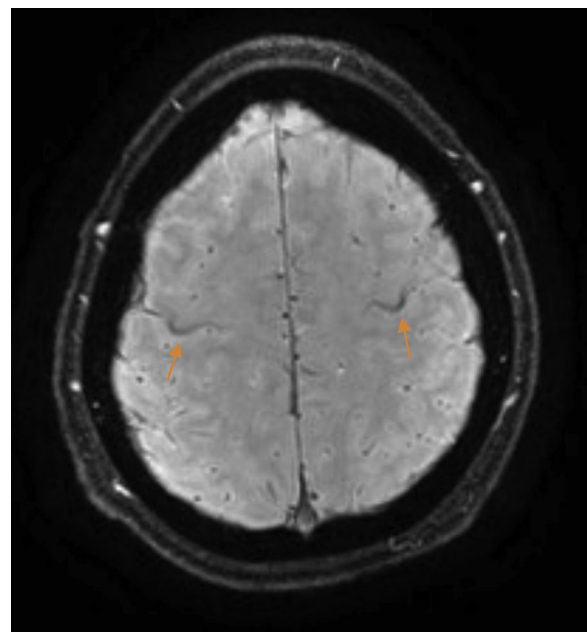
Resonancia magnética cerebral, secuencia SWI. Ribete hipointenso en la circunvolución precentral, en el área correspondiente a la mano (*hand knob*).
